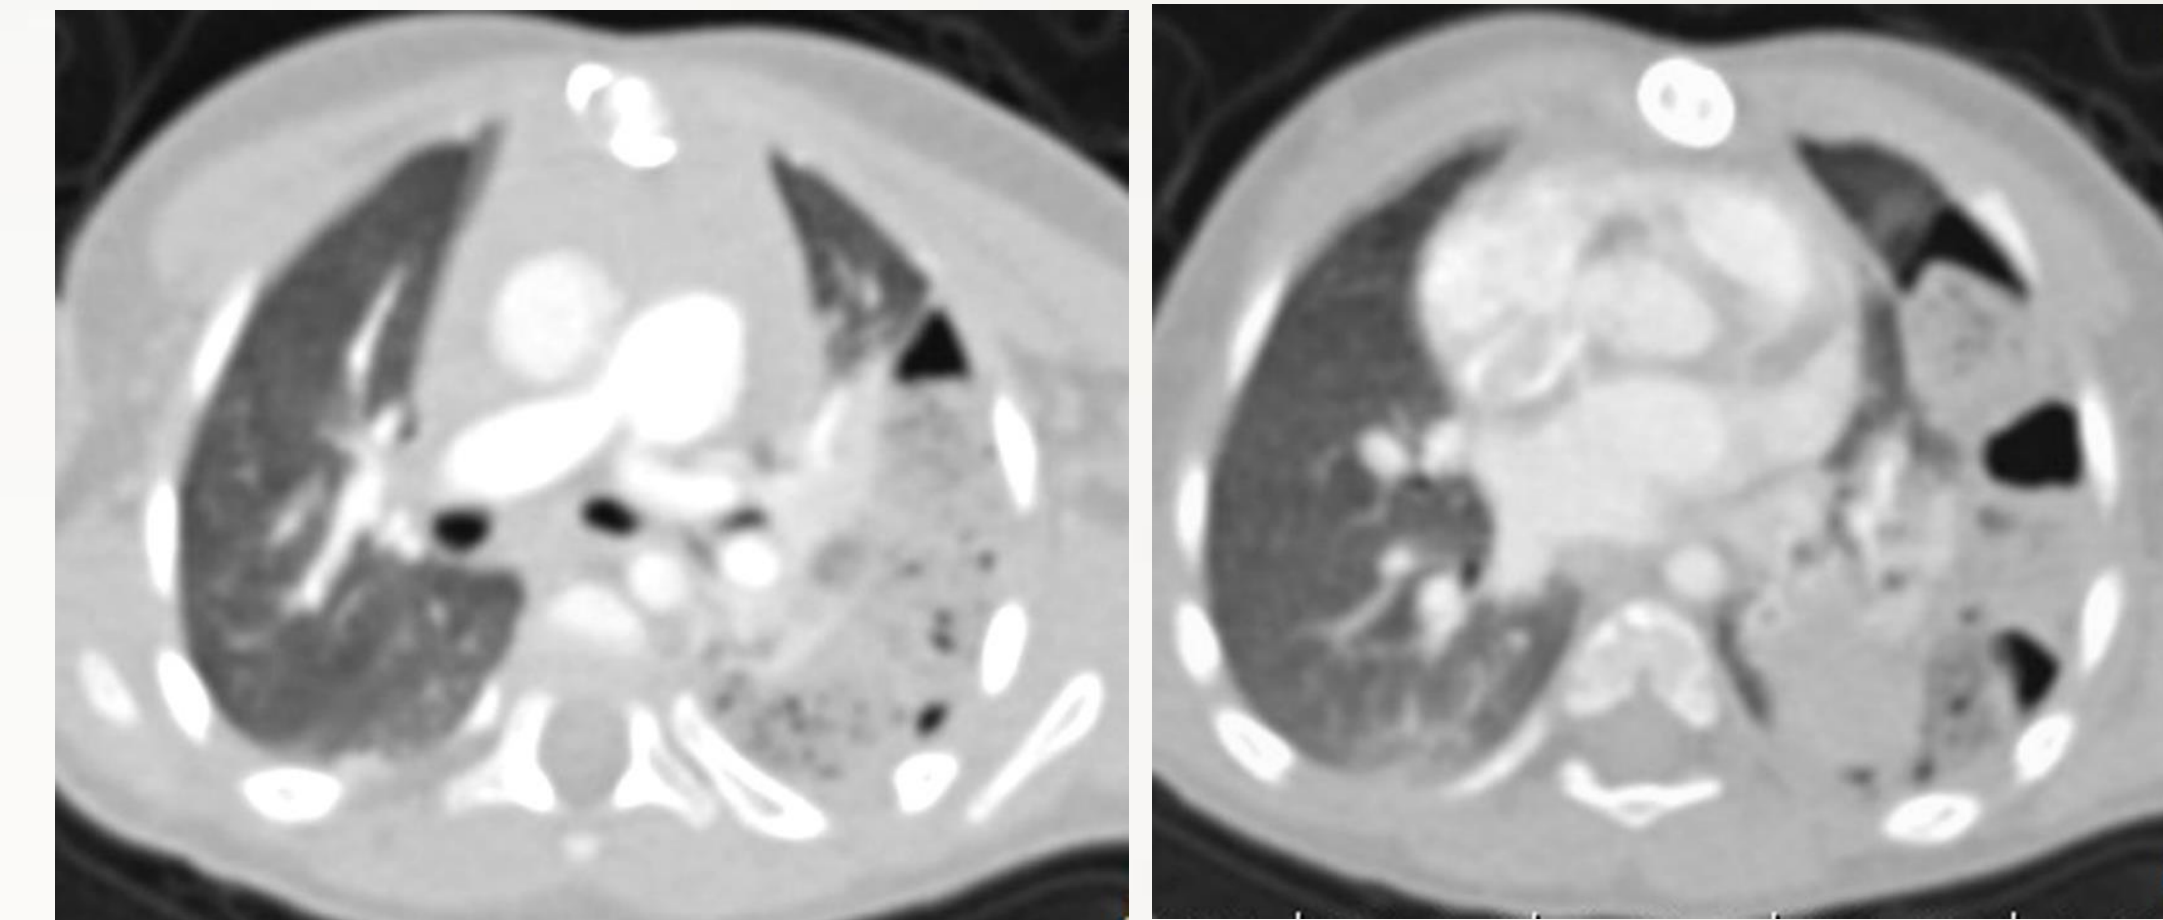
а,б. МСКТ-ангиография, КТ-срезы в аксиальной, плоскости, легочное окно
